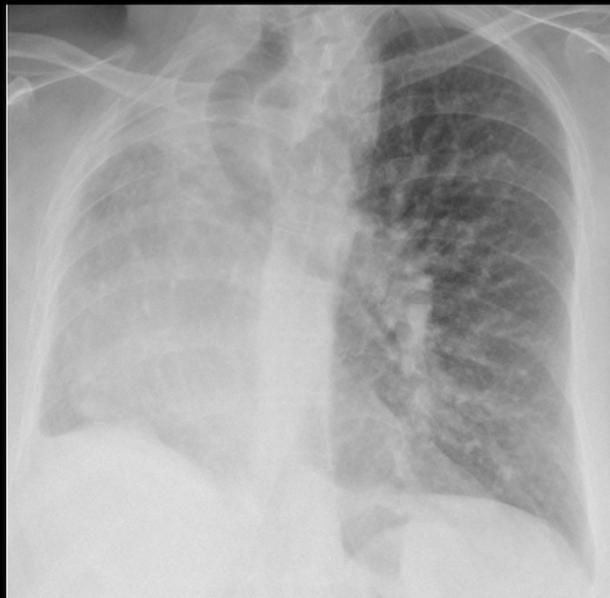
La Radiografía de tórax muestra pérdida de volumen del hemitórax derecho, atelectasia de lóbulo superior derecho y desplazamiento de la tráquea hacia ese lado
